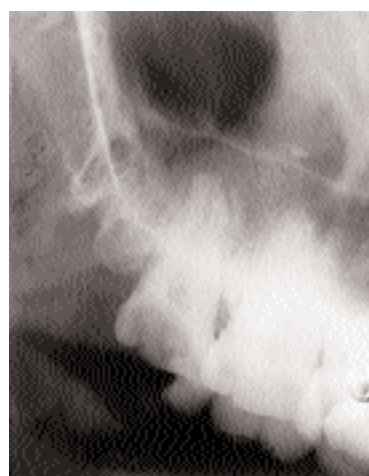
Интраоральная контактная рентгенограмма верхнего 8 зуба. Глубокая кариозная полость, у верхушки нёбного корня – расширение периодонтальной щели и остеопороз замыкательной пластинки лунки.
